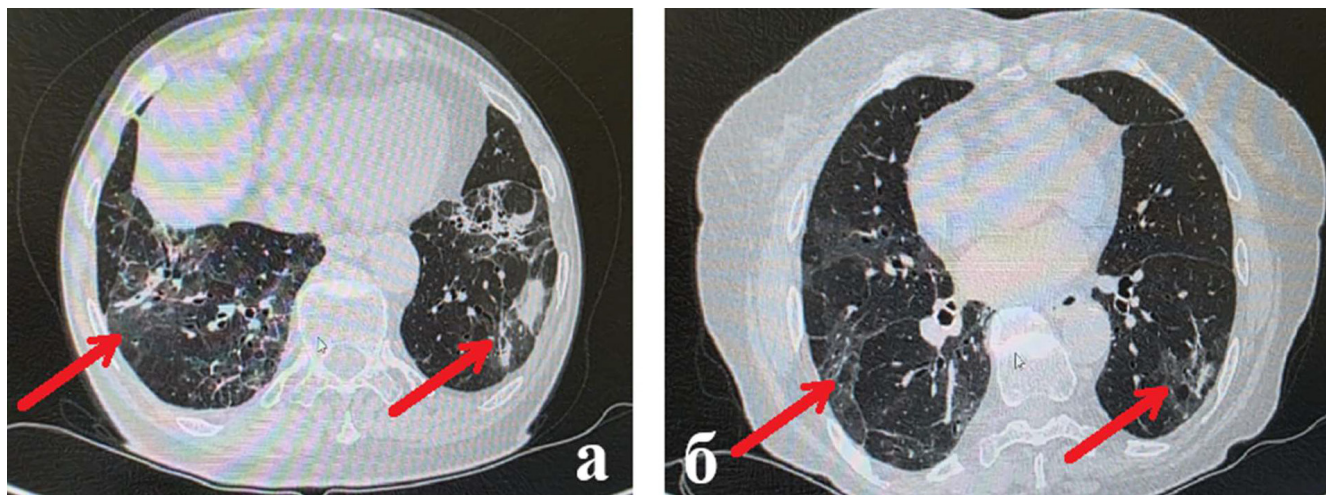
Компьютерная томограмма грудной клетки на различных уровнях (а – нижние отделы, б – верхние отделы) через неделю после начала терапии системными ГКС. Двусторонние множественные субплевральные изменения легочной ткани преимущественно в нижних базальных отделах (стрелки). В динамике снижение плотности участков консолидации (в виде «матового стекла») и уменьшение размеров очагов
